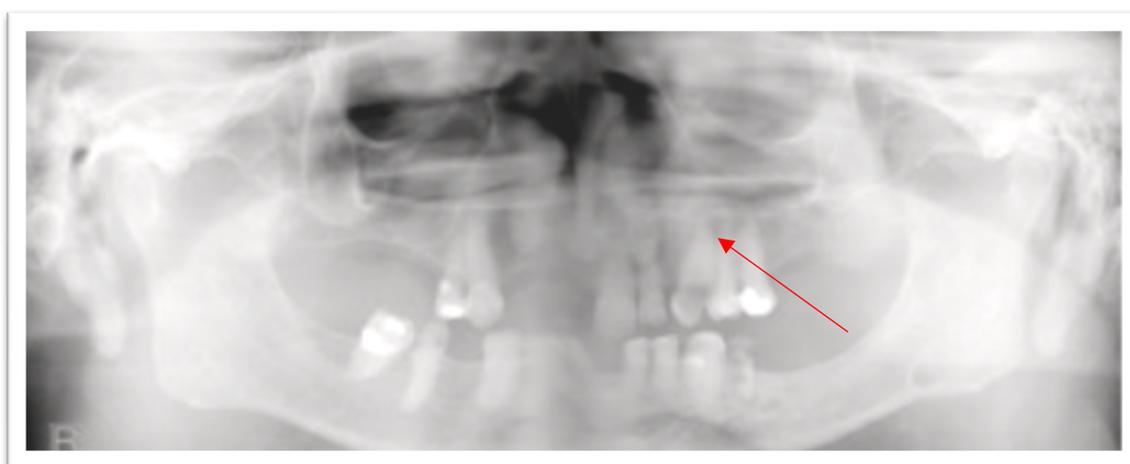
imagem com o ortopantomografia, imagem retirada Levy D, Yeoh M. Acute invasive fungal rhinosinusitis related orbital infection secondary to odontogenic infection. Oral Maxillofac Surg Cases. 2022 Dec
